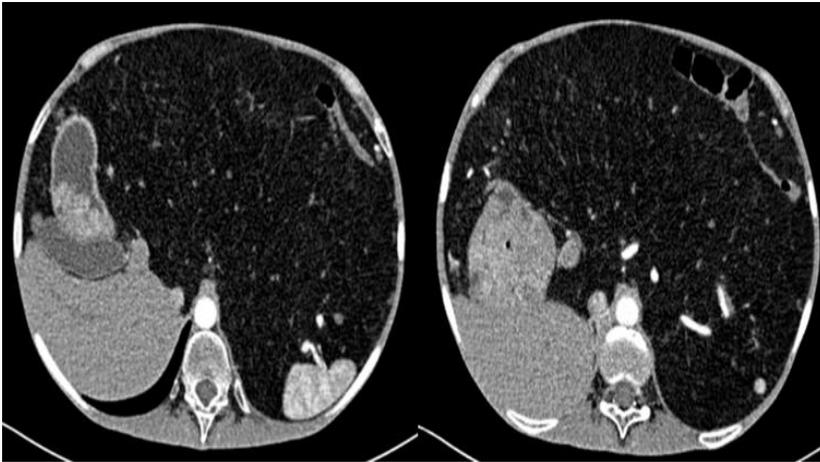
Enterotomografía con contraste V.O y E.V. a 1 mm de espesor, cortes axiales donde se observa la hipertrofia retráctil de tejido graso que conforma el mesenterio desplazando los órganos intraabdominales posteriormente en relación con la lipodistrofia mesentérica. Además se observa distensión de la primera porción del duodeno el cual se encuentra con contenido líquido en su interior observándose imágenes hiperdensas que adoptan forma redondeada, mamelonante que crecen hacia la luz extendiéndose hasta la cuarta porción del dudodeno que recuerdan la hipertrofia de las glándulas de Brunner.
